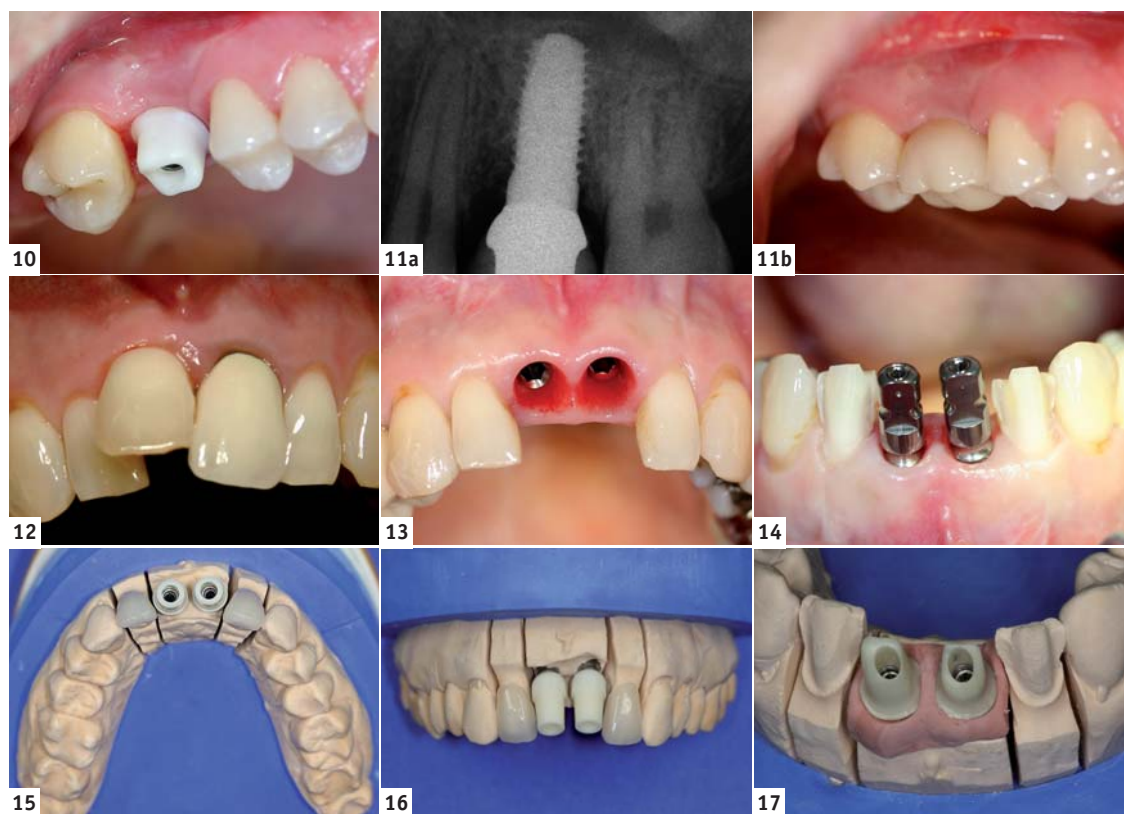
Eingegliedertes Zirkonabutment zur optimalen Weichgewebsstützung und einer harmonisch verlaufenden keratinisierten Gingiva. – Abb. 11a, b: Eingegliederte e.max-Krone 16 und röntgenologische Kontrolle. – Abb. 12: Ausgangssituation: Endodontisch behandelte mittlere Inzisivi mit extremer Protrusion. – Abb. 13: Klinische Weichgewebsituation nach Abnahme der Provisorien. – Abb. 14: 12, 22 Veneerpräparation und eingegliederte Abformpfosten für das Implantatsystem. – Abb. 15–16: 12, 22 Rohbrand der Veneers und aufgesteckte konfektionierte Ästhetikaufbauten, die einen harmonischen Zahnbogen nur mit sehr starker vestibulärer Reduktion entstehen lassen können. Auch das Emergenzprofil lässt sich so nicht optimal ausformen. – Abb. 17: Mit den individuell gefertigten Aufbauten lässt sich ein harmonischer Zahnbogen formen, unter Erhalt der geforderten Mindestwandstärke für die Keramikabutments, d.h. auch schwierige klinische Situationen lassen sich mit vorhersagbarem Ergebnis unter standardisierten Bedingungen herstellen.
